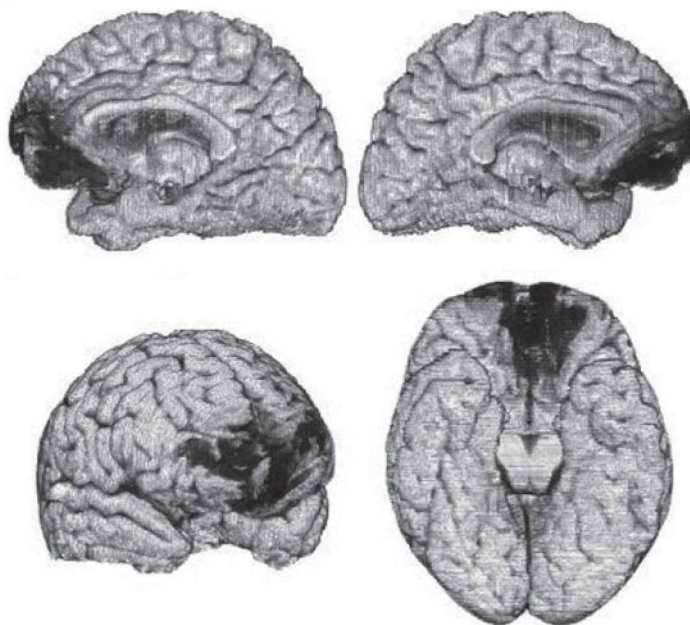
Lesões pré-frontais podem levar a uma forma de sociopatia adquirida. Essa reconstrução tridimensional (RM) de um encéfalo humano mostra uma lesão cujo centro localiza-se na região ventral e medial do córtex pré-frontal em ambos os hemisférios cerebrais. Tal lesão prejudica notavelmente as respostas emocionais, sobretudo no domínio das emoções sociais e tomada de decisões. (Imagens reproduzidas, com permissão, de Hanna Damasio.)
